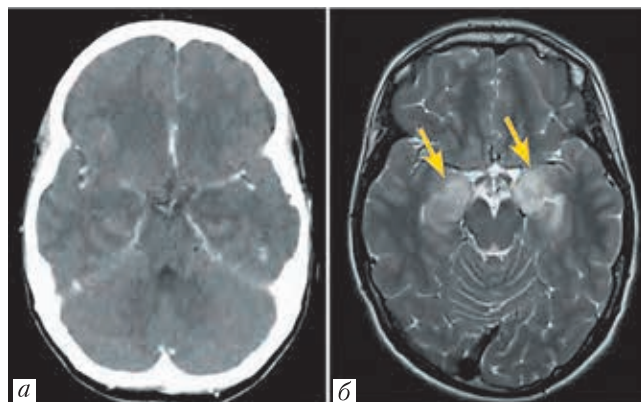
КТ (а) и МРТ (б) головного мозга.
